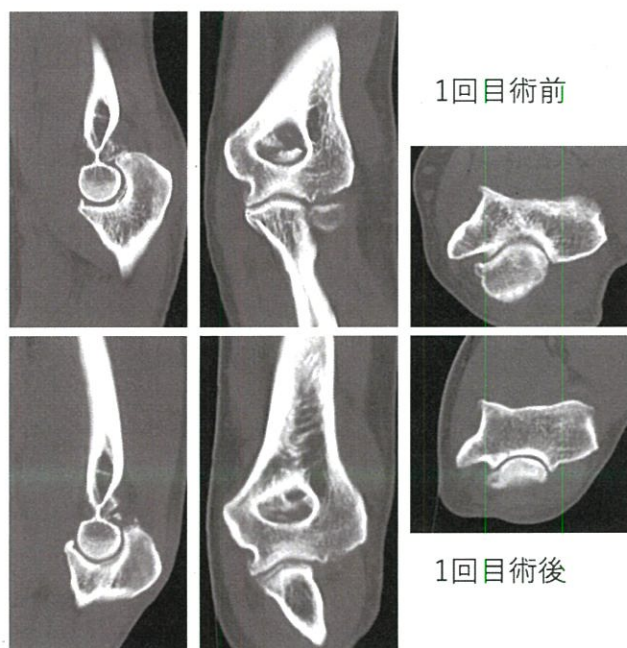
上段が1回目術前, 下段が1回目術後, 当院初診時のCT. 関節鏡視下デブリードマンが行われたが, 肘頭窩や滑車内側縁の骨棘切除は不十分といえる.
